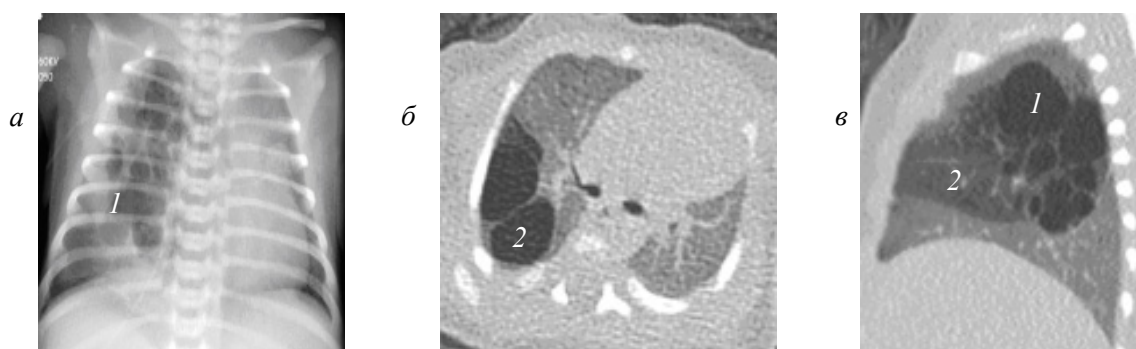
Оглядові рентгенограми органів грудної клітки у прямій (а) та бічній (б) проекціях, СКТ ОГК (в – аксіальний зріз) – наявність великої багатокамерної повітряної кісти з перегородками (1), дрібніші кісти навкруги, які чергуються з безповітряними ділянками (2)
